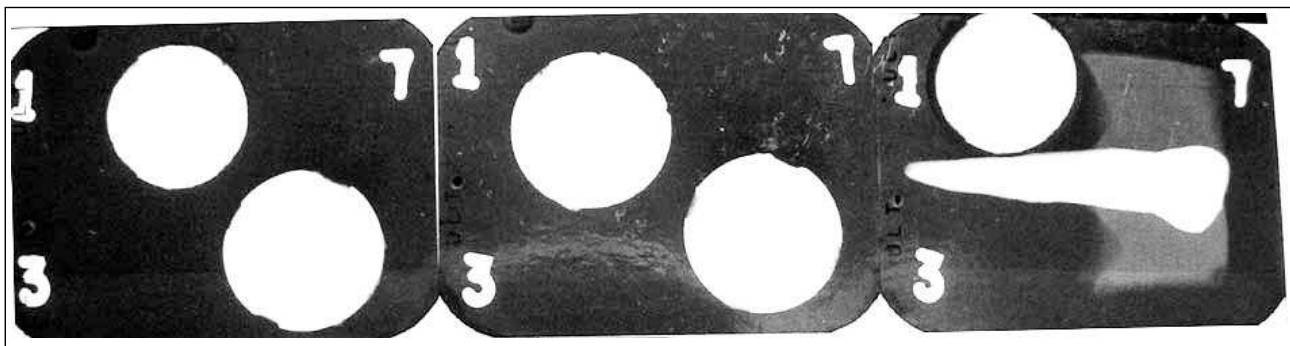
Radiografias do dente e dos corpos-de-prova de um dos grupos estudados numa mesma quilovoltagem e tempo de exposição
